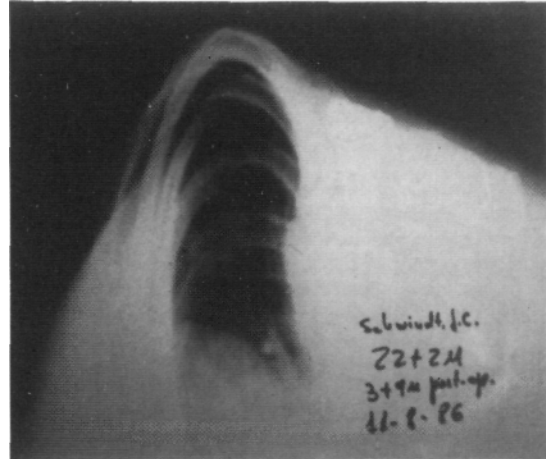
Radiografía axial de Adams.
